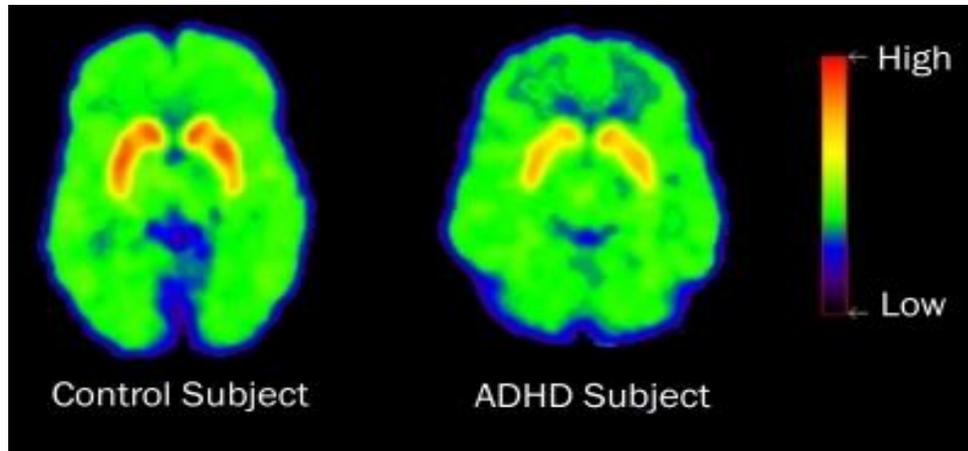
En el estudio de PET se observa que los niveles naturales de dopamina son diferentes en personas con y sin TDAH. El escaneo a la izquierda muestra el cerebro de alguien sin TDAH, y la exploración a la derecha muestra el cerebro de alguien con TDAH. La mayor concentración de amarillo, naranja y rojo en el núcleo de la izquierda refleja una mayor cantidad de dopamina.²⁹
